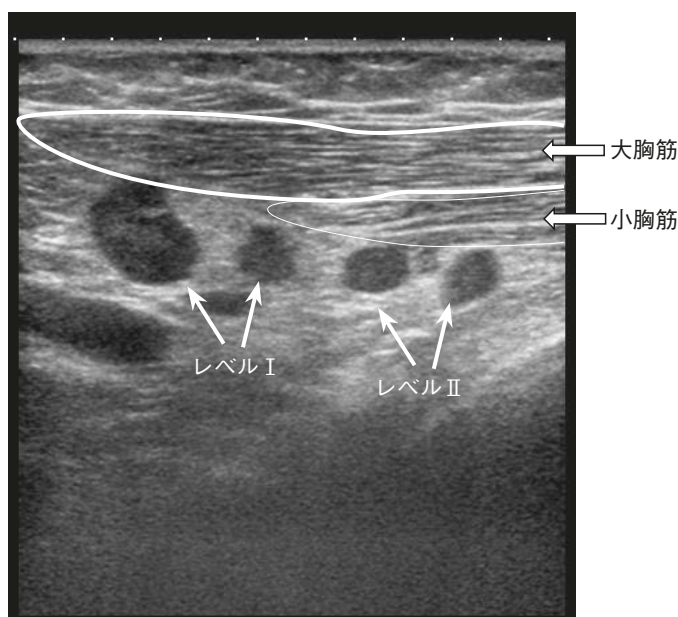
図 乳癌の術前病期診断目的で施行された超音波検査
